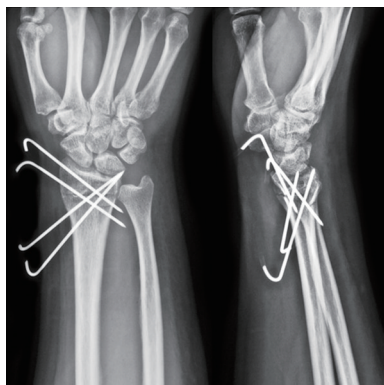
术后即刻X线片示克氏针位置正常,骨折复位良好
